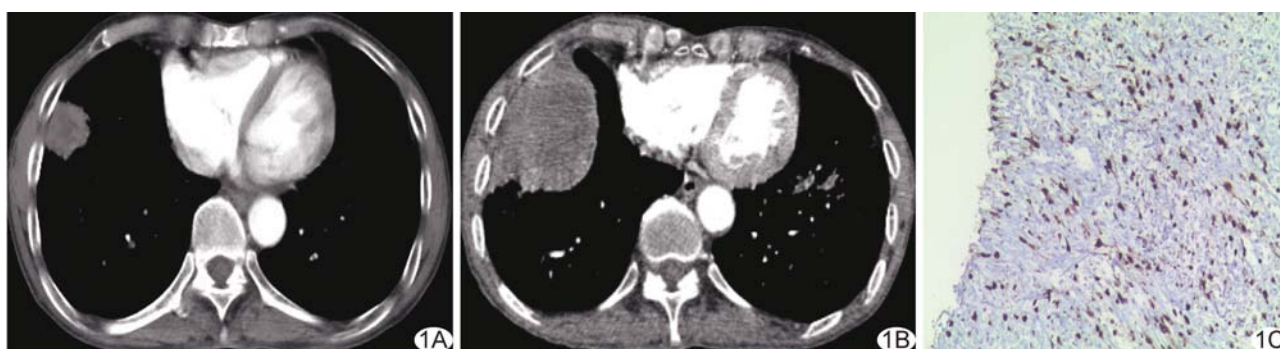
肺肉瘤样癌 A. 2 年前外院胸部增强 CT; B. 入院后胸部增强 CT; C. 免疫组织化学染色示 Ki-67 阳性($\times 100$)
